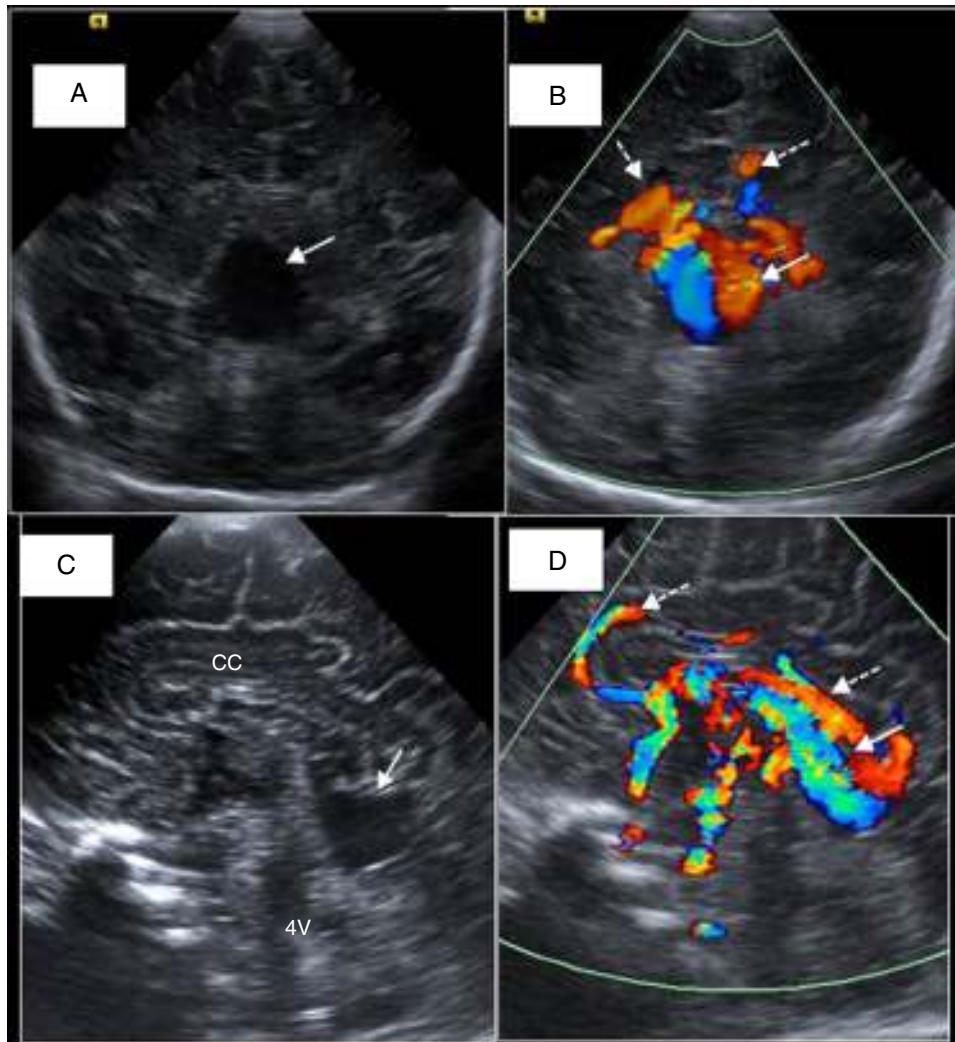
Recién nacido a término con insuficiencia cardiaca y cardiomegalia. A) Visión coronal que muestra imagen anecoica sin refuerzo, redondeada en línea media posterior (flecha). B) Plano con Doppler donde se aprecia relleno de la lesión y de múltiples vasos circundantes dilatados (flechas discontinuas) en relación con malformación aneurismática de la vena de Galeno. C) Plano sagital con dilatación sacular posterior. CC: cuerpo calloso. 4v: cuarto ventrículo. D) Visión sagital de línea media y Doppler con múltiples vasos dilatados (flechas) y flujos turbulentos hacia la malformación vascular.
